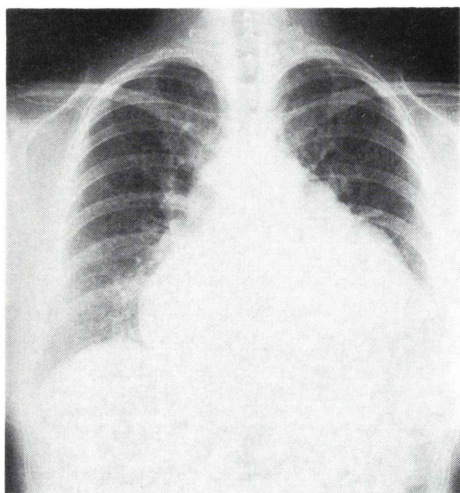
Chest X-ray on admission shows a marked increase in the size of the heart shadow and pulmonary congestion.
